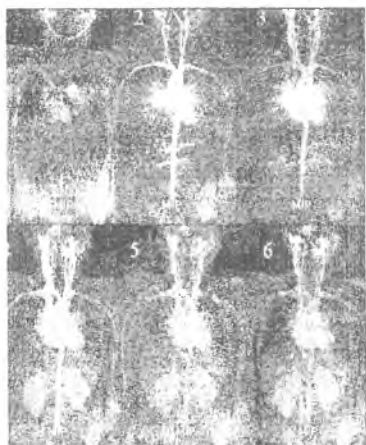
Ангиографические изображения, полученные с помощью МРТ
